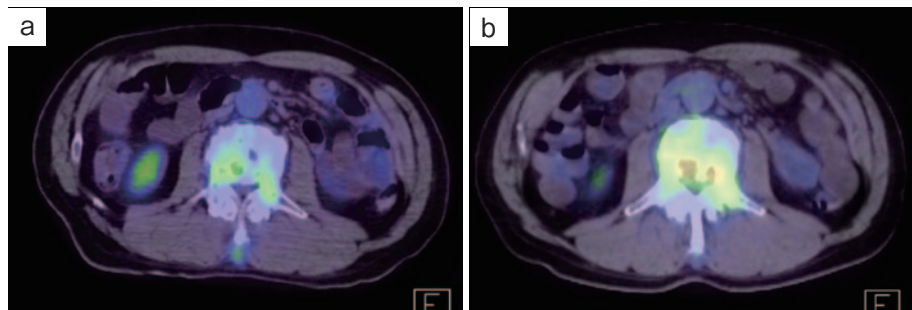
PET-CT (腰椎転移巣). (a) 20XX-1年8月PR判定時. (b) 20XX年5月PD判定時. 腰椎転移巣のFDG集積が増強していることがわかる.
